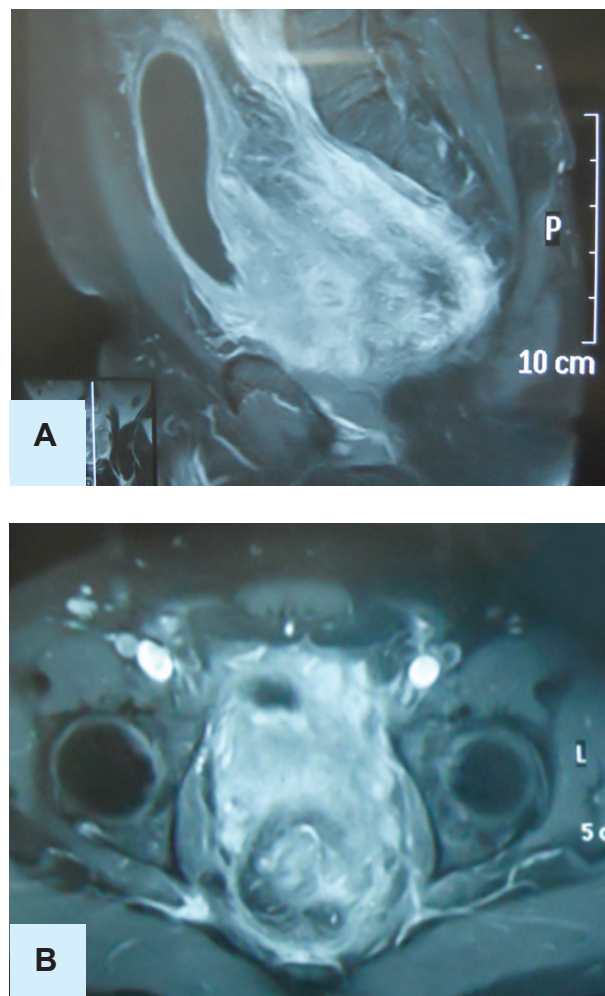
Resonancia Magnética, secuencia supresión grasa con medio de contraste paramagnético. A) Corte sagital, se observa incremento de la intensidad de señal en forma difusa en región retrovesical, que invade el espacio graso presacro. B) Corte transversal, que muestra incremento de la señal de intensidad de los tejidos blandos por detrás de la vejiga y alrededor de la fascia mesorrectal.
